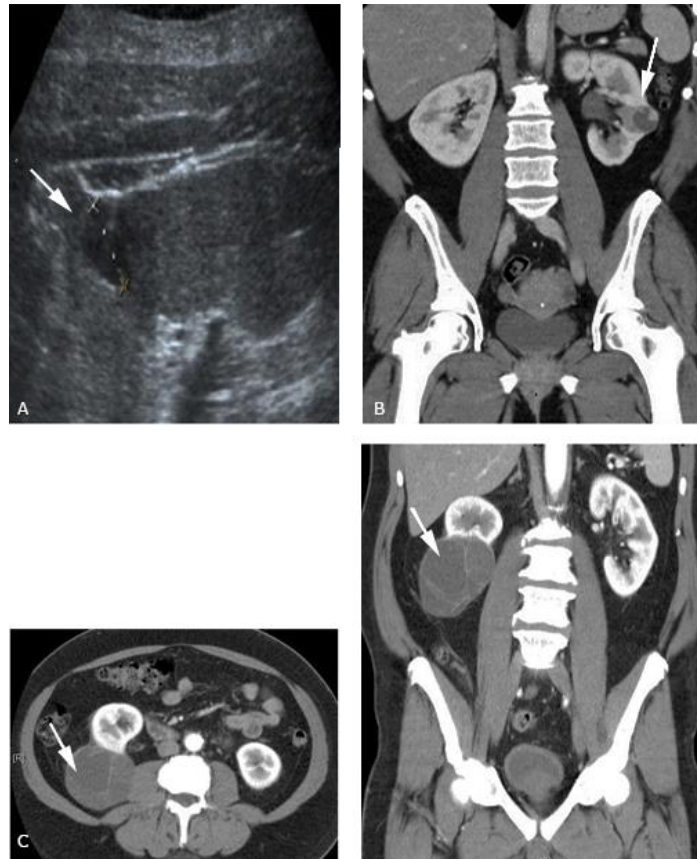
Imágenes de Ecografía. TC de una tumoración quística *Bosniak IV*.
